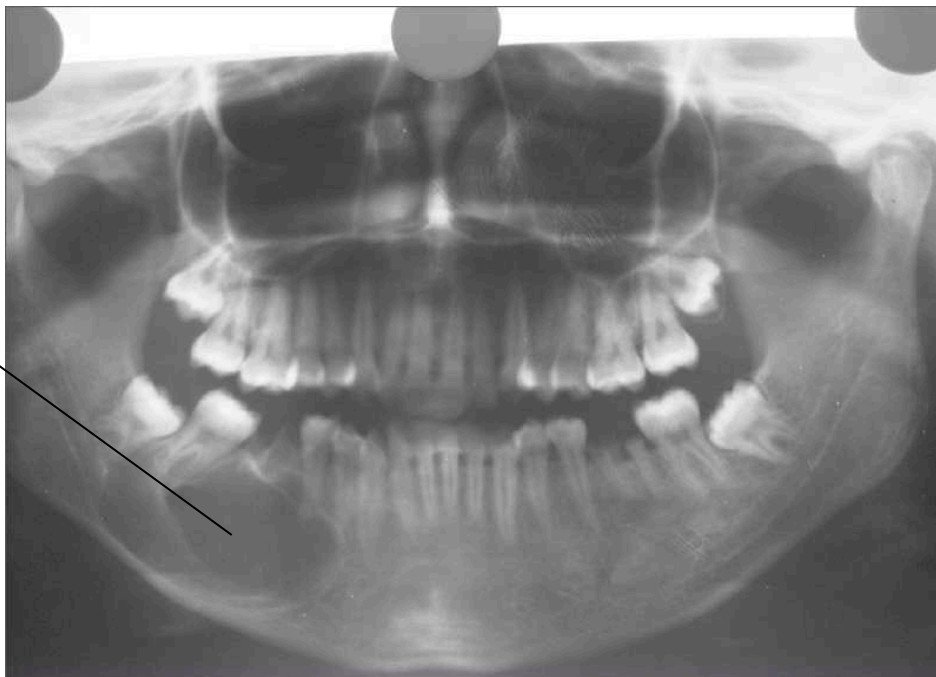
Orthopantomogramme révélant un améloblastome mandibulaire droit de type unikystique (confirmation après analyse anatomopathologique)(54).
